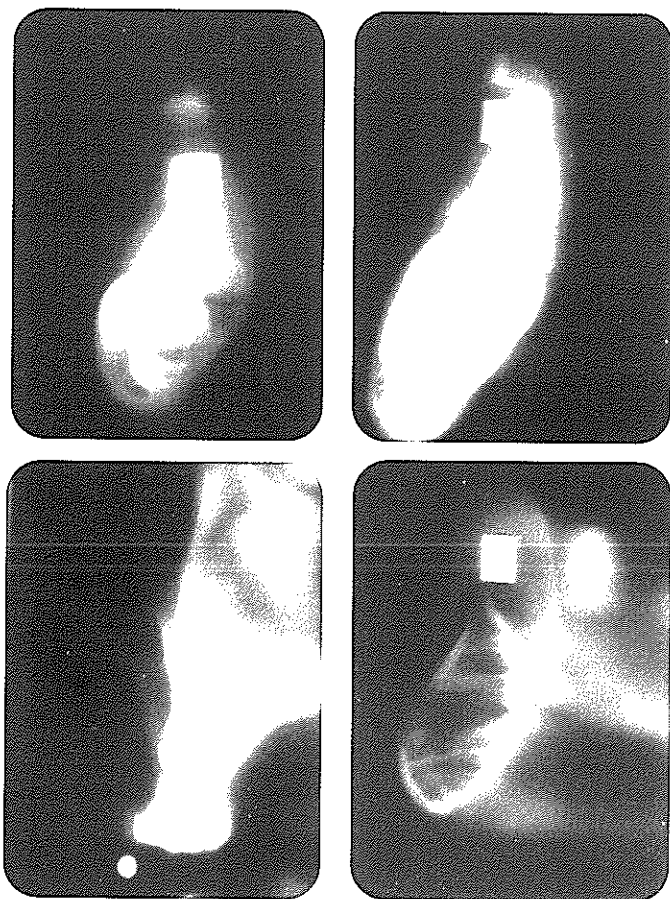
다양한 골질을 보여주는 일반 단층촬영영상
